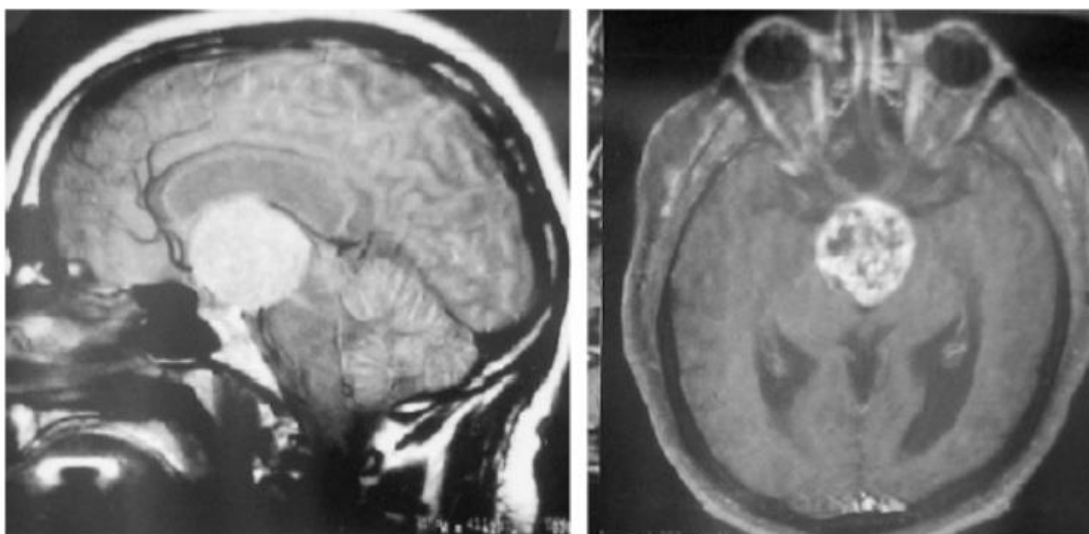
IRM,séquence en T1 avec injection de gadolinium; craniopharyngiome intraventriculaire [24].
